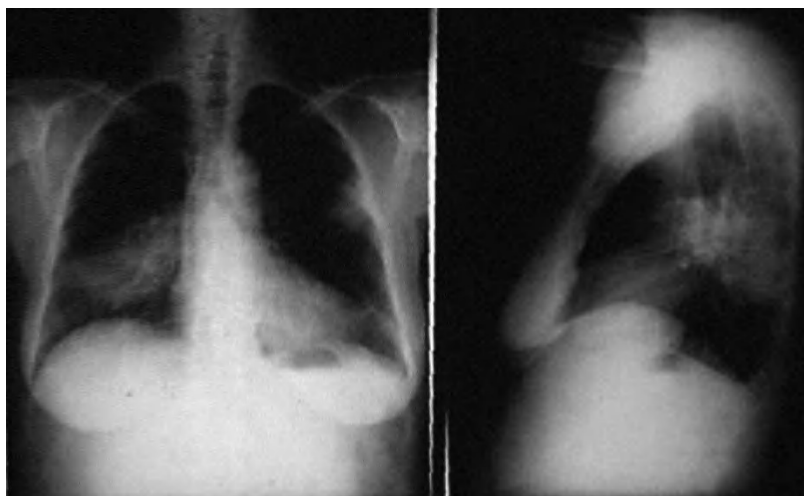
Radiografía de tórax frente y perfil.
